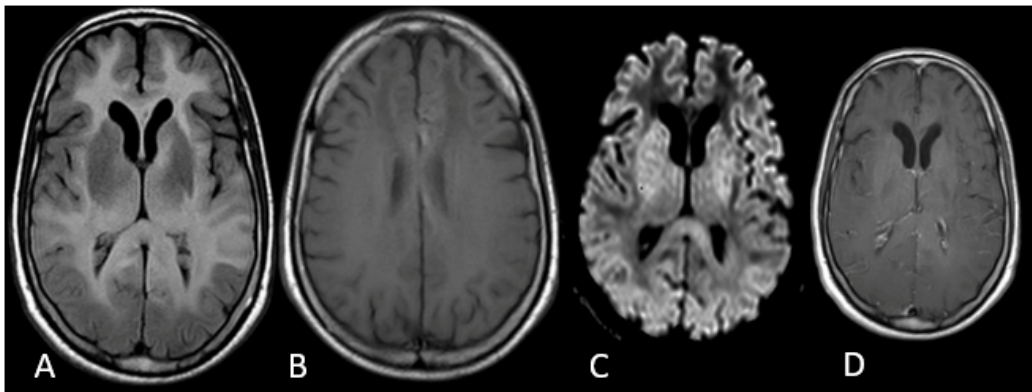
LeucoEncéphalopathie Multifocale Progressive. Séquences axial FLAIR (A) – T1 (B) – DWI (C) – T1 avec injection (D). Atteinte frontale et confluyente de la substance blanche. Source : CHU d'Orléans.
